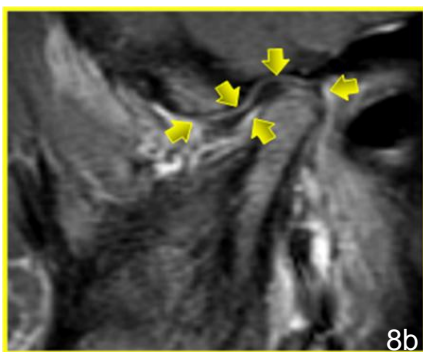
MRI mit Sagittalschnittbild im Bereich eines Kiefergelenks. Mildes Enhancement der gesamten Synovia (8-jähriger Patient). Aufnahme: T1 fettgesättigte FSE-Sequenz unmittelbar nach Kontrastmittelabgabe.
